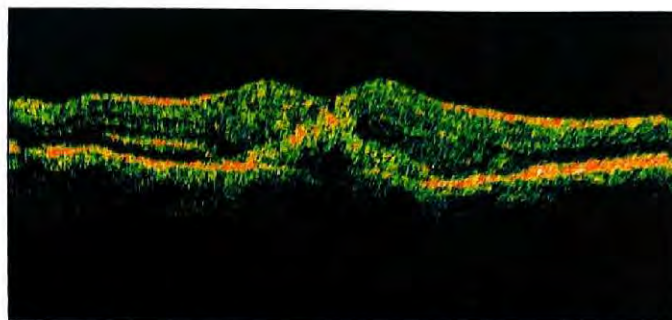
Tomografia de coerência óptica da PAR no estágio II.
